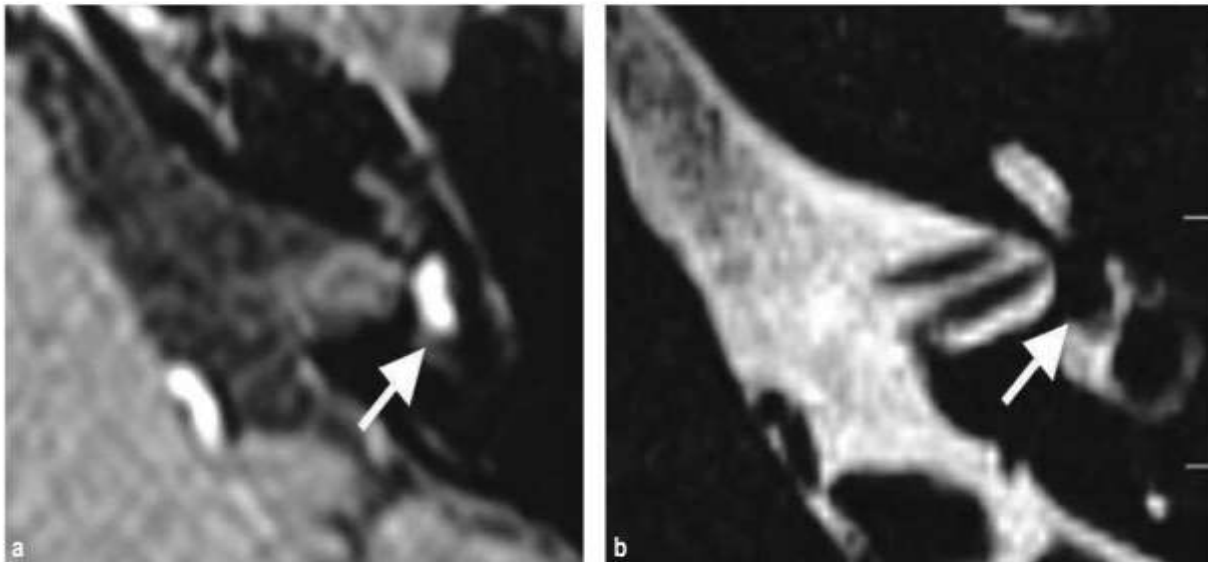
Schwannome intralabyrinthique chez un pilote d'avion qui présentait des vertiges à répétition. a. IRM, séquence T1, avec injection de gadolinium centré sur le labyrinthe gauche avec une prise de contraste focale dans le vestibule (flèche) correspondant au schwannome. b. IRM, séquence HR T2 ; petite image en soustraction (flèche) : schwannome en hyposignal dans le liquide labyrinthique en hypersignal[45].
